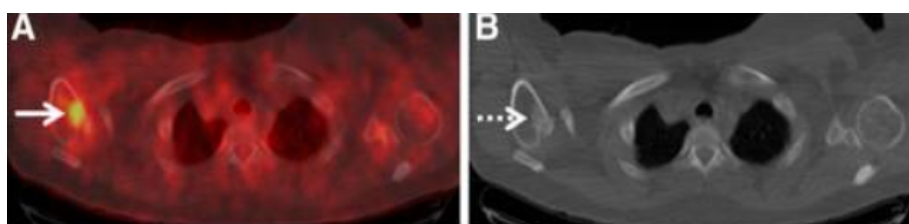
Paciente feminina de 62 anos com ILC em estágio III inicial subestimado para IV por PET 18FDG e TC. (A) Imagem axial fundida de PET/TC 18FDG demonstra metástases da cabeça do úmero direito
